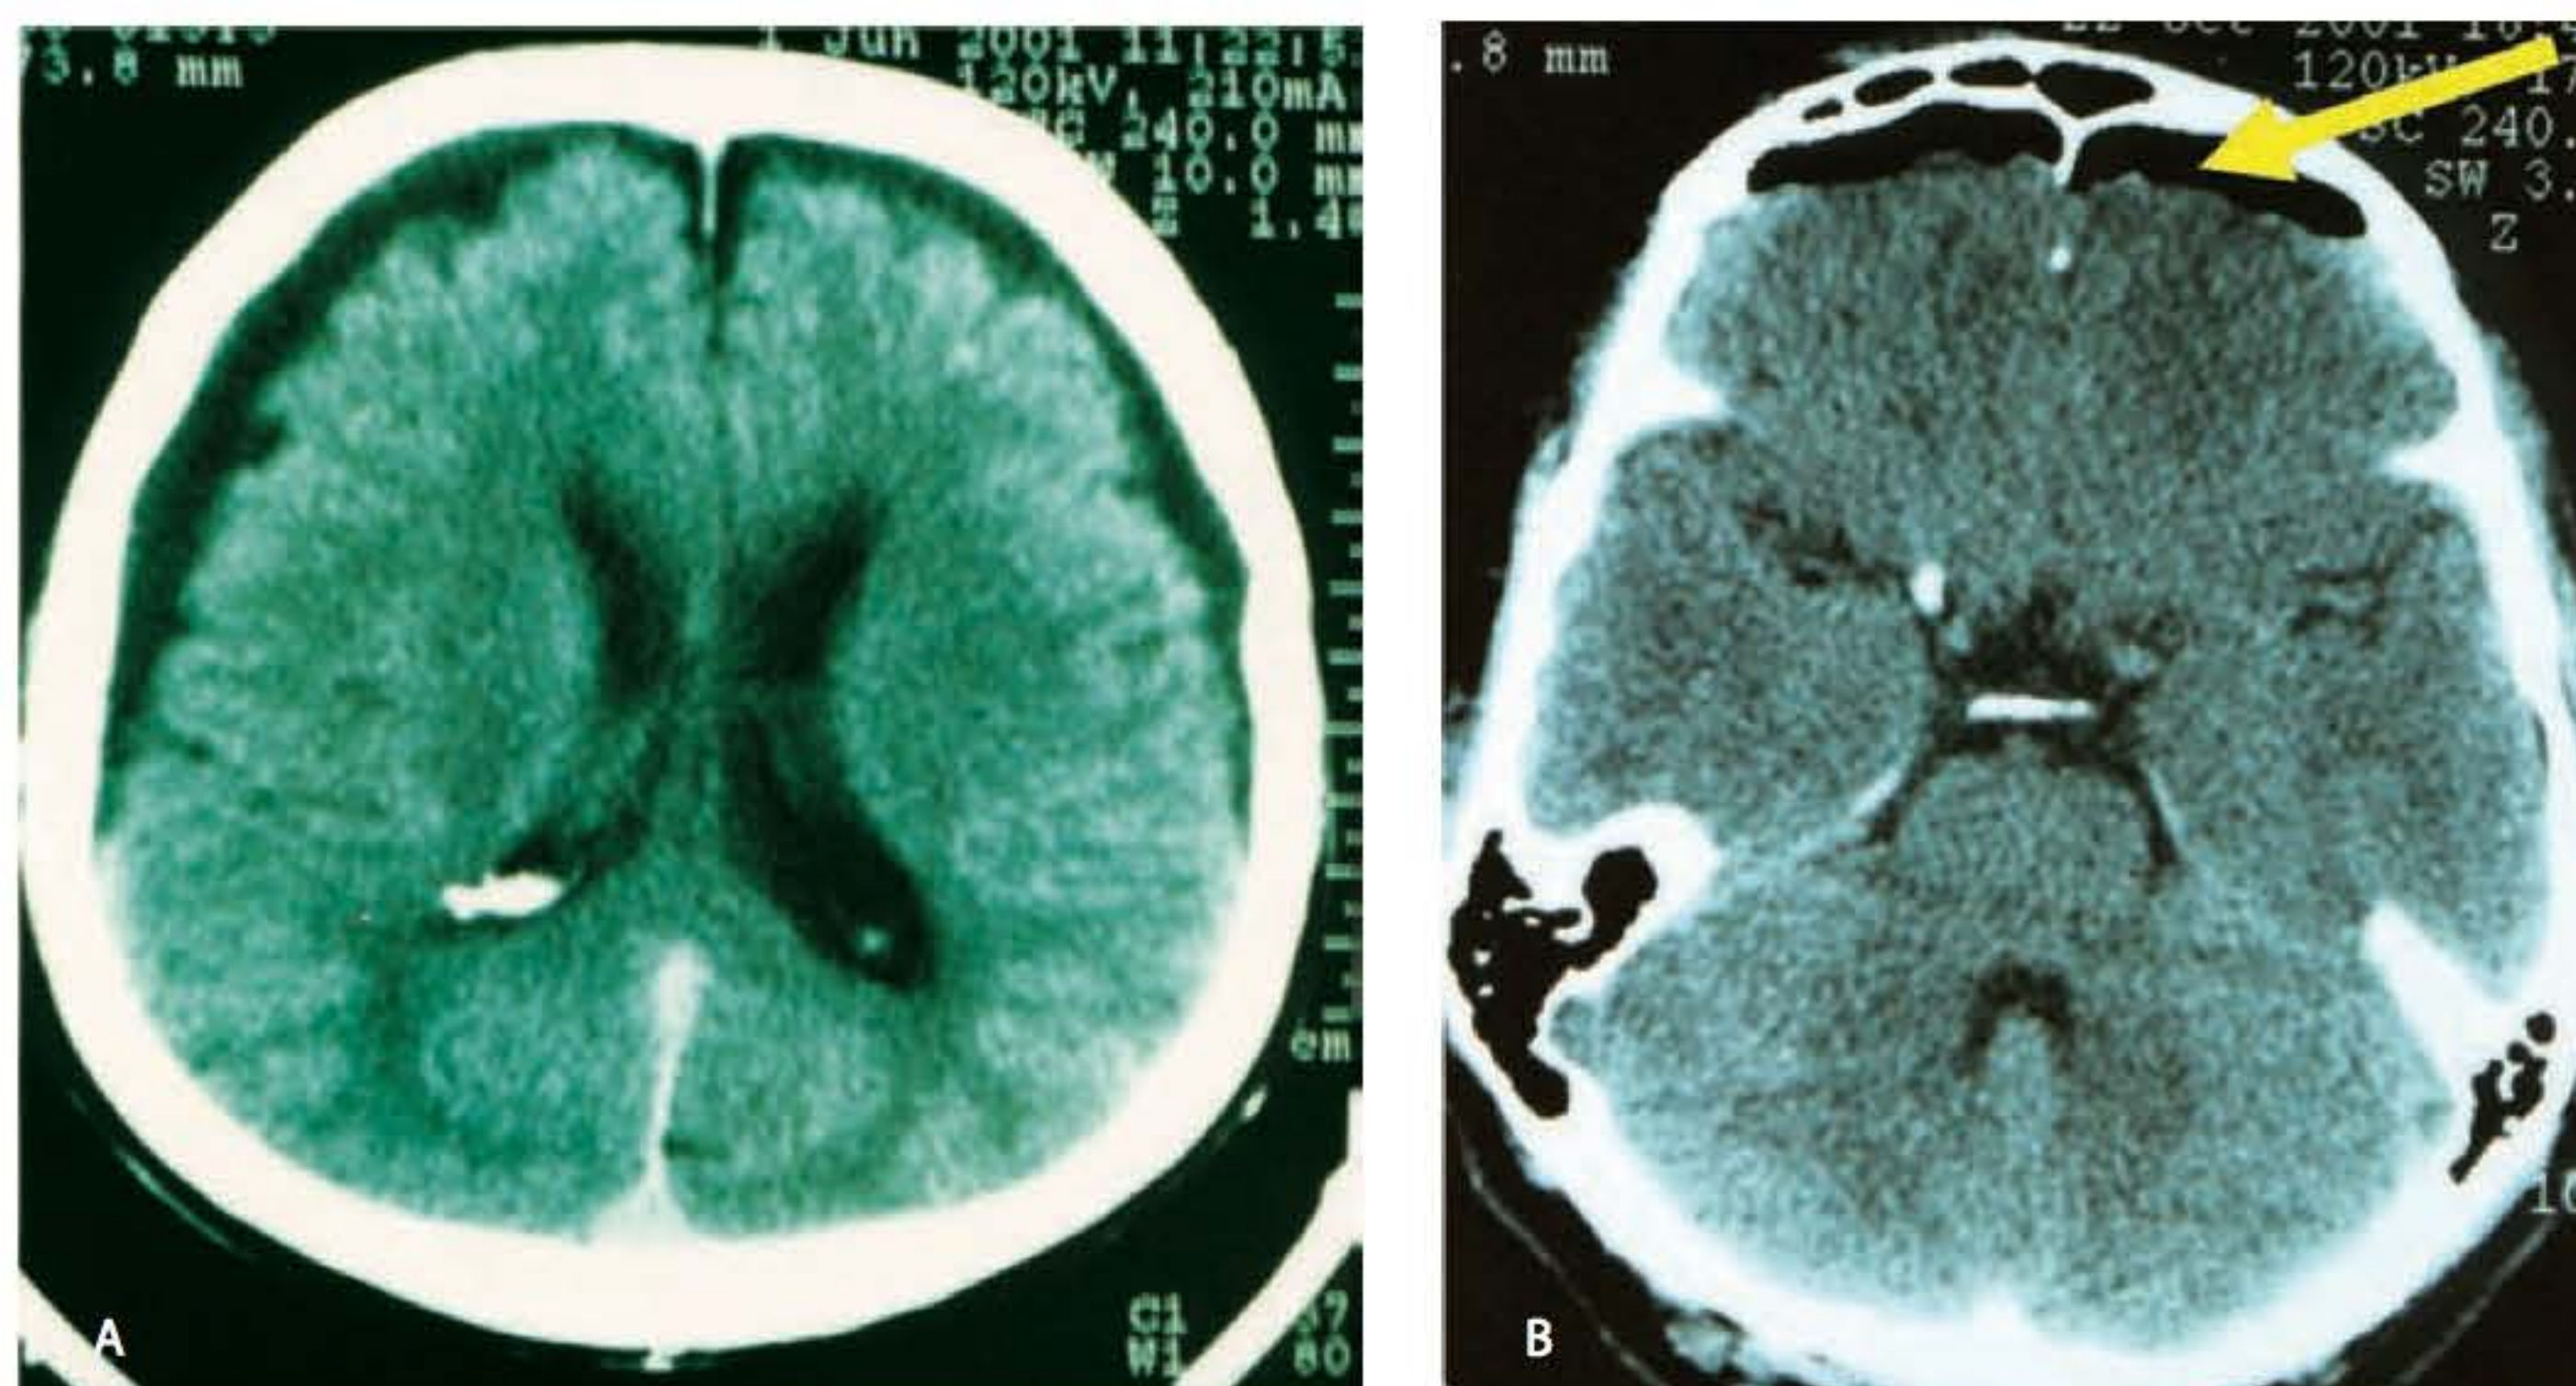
► TC cerebral. A. Higroma intracraniano. B. Pneumoencéfalo traumático.
